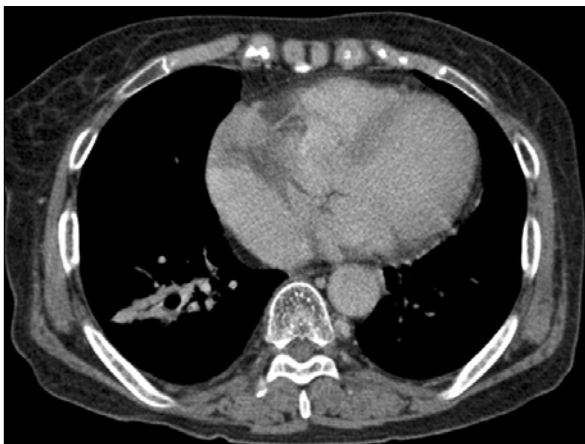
The follow-up chest CT reveals an improvement of the previous lung abscess and extrahepatic biloma.
